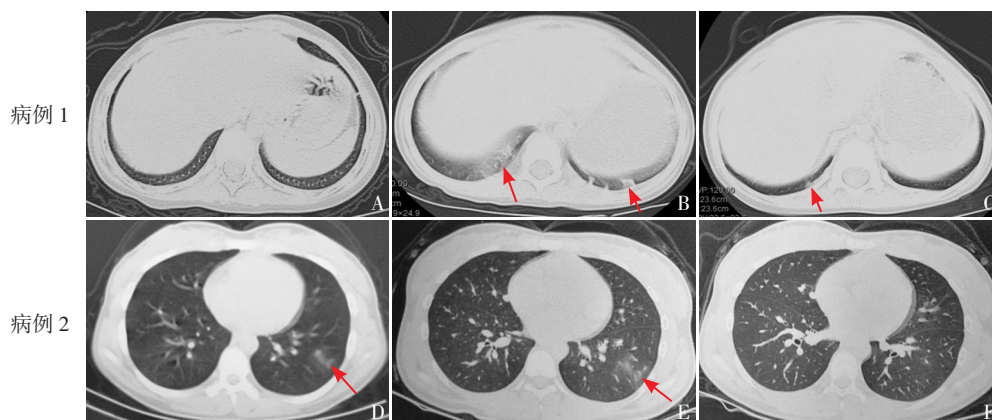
COVID-19 普通型患儿不同病程肺部CT影像表现 病例1: 女, 3岁4月龄, 发热伴咳嗽3 d入院。图A显示病程第1天, 两下肺未见明显病灶; 图B显示病程第8天, 右肺下叶胸膜下磨玻璃阴影(箭头所示), 左肺下叶胸膜下多发磨玻璃阴影伴结节(箭头所示); 图C显示病程第11天, 左肺下叶病灶明显吸收, 右肺下叶病灶范围变小(箭头所示)。病例2: 女, 17岁, 咳嗽2 d、发热1 d入院。图D显示病程第5天, 左下肺外带斑片状阴影, 周边呈磨玻璃改变(箭头所示); 图E显示病程第9天, 治疗后复查CT, 左下肺外带近胸膜下病灶密度变淡(箭头所示); 图F为病程第13天, 治疗后复查CT, 左下肺病灶明显吸收。
